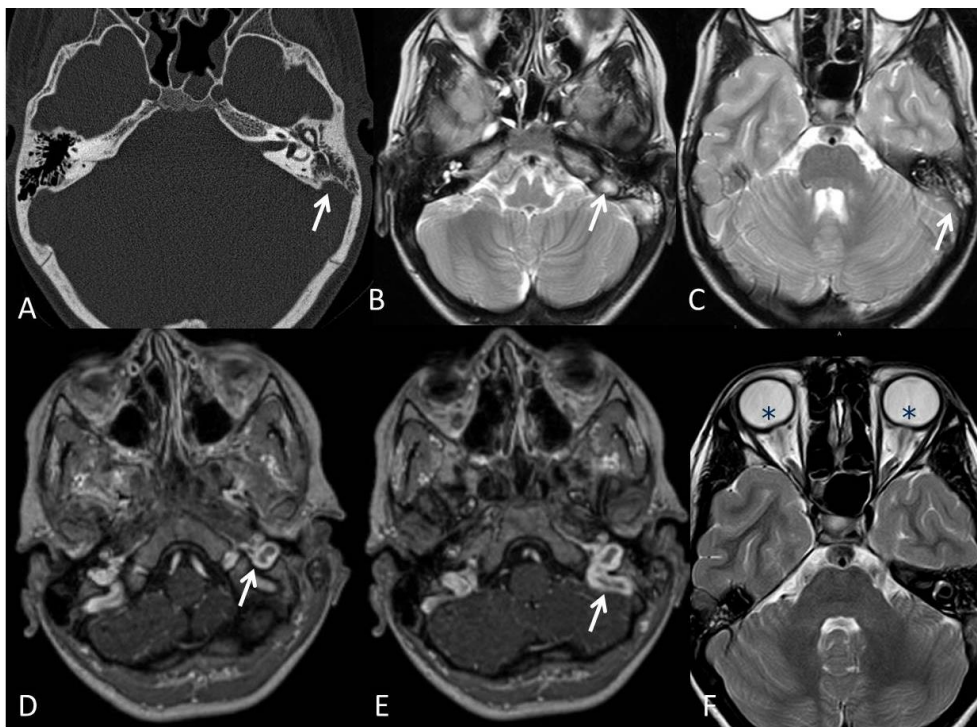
Tromboflebitis de senos venosos duros. A: TC con extensa ocupación otomastoidea por cambios inflamatorios, produciendo erosión de la cortical mastoidea posterior, en ángulo senodural. B y C: Axial T2 con
